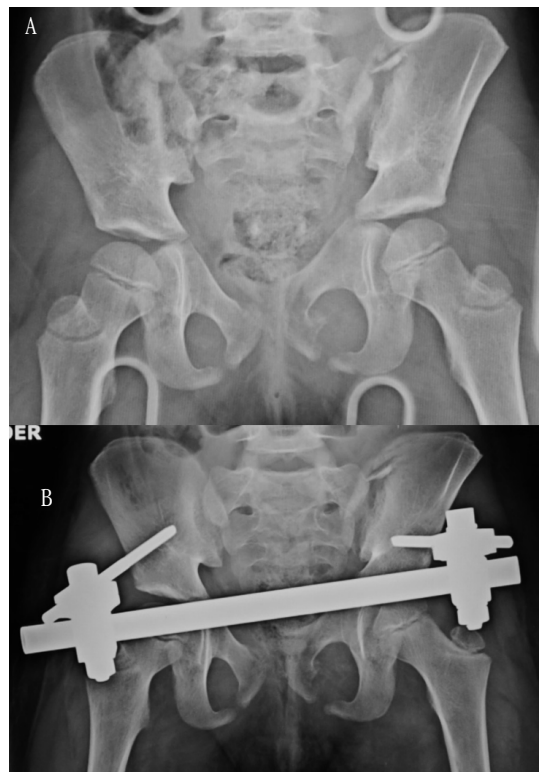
A. Radiografía anteroposterior de pelvis de una niña de 11 años, que demuestra una lesión de anillo pélvico tipo Torode-Zieg 4. B. Estabilización con fijador externo supraacetabular.
